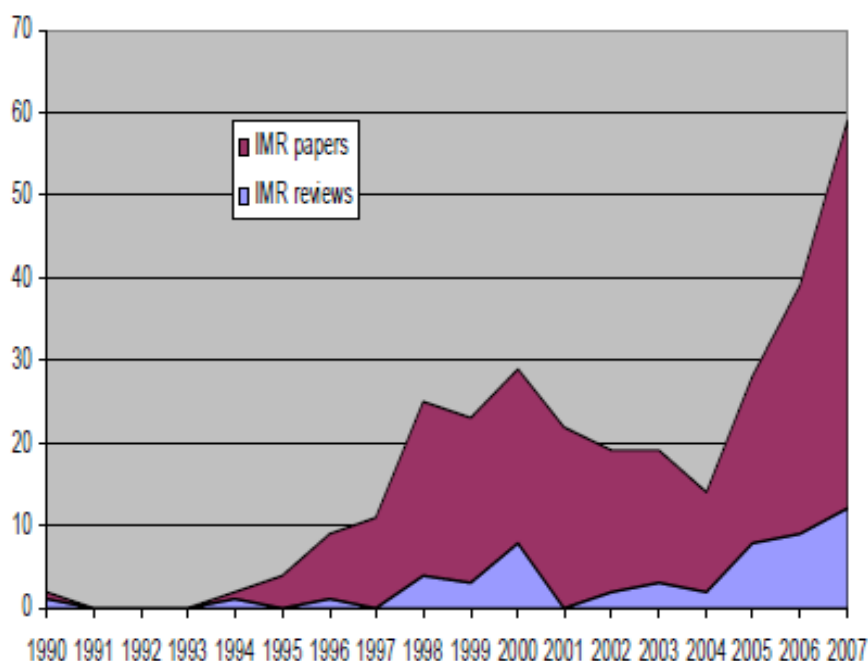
Número de publicações de RM intervenção (Capstick, et al., 2007).
